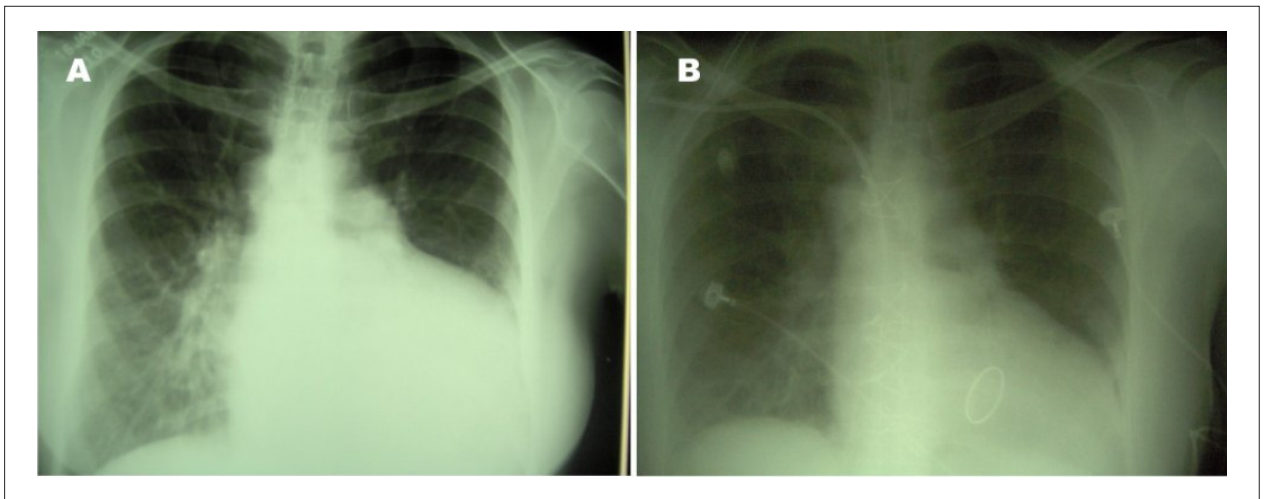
Em A, radiografia de tórax pré-operatória, evidenciando cardiomegalia e arco aórtico à direita; Em B, presença da valva metálica em localização atrioventricular esquerda (topografia mitral), no pós-operatório imediato.
